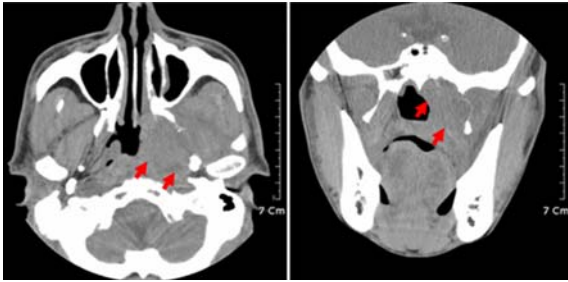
Computed tomographic image.
